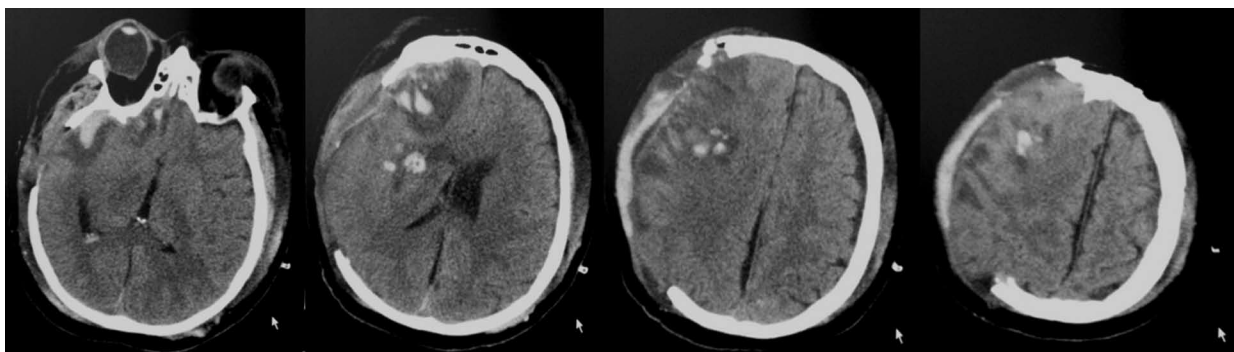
КТ головного мозга пациентки К. через 2 сут после травмы и операции. Объем остаточной субдуральной гематомы около 10 мм³. Смещение срединных структур на 2 мм.
